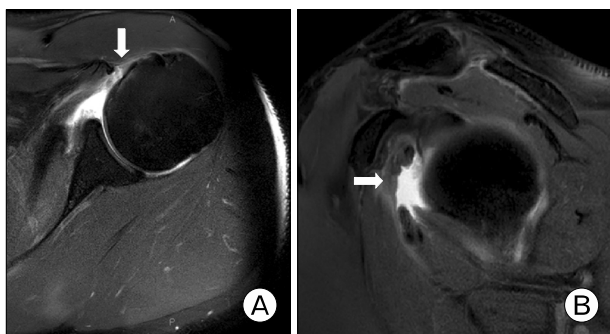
Axial (A) and sagittal (B) cuts of T2-weighted magnetic resonance imaging of the left shoulder demonstrating full-thickness tear of the subscapularis tendon (arrows).
